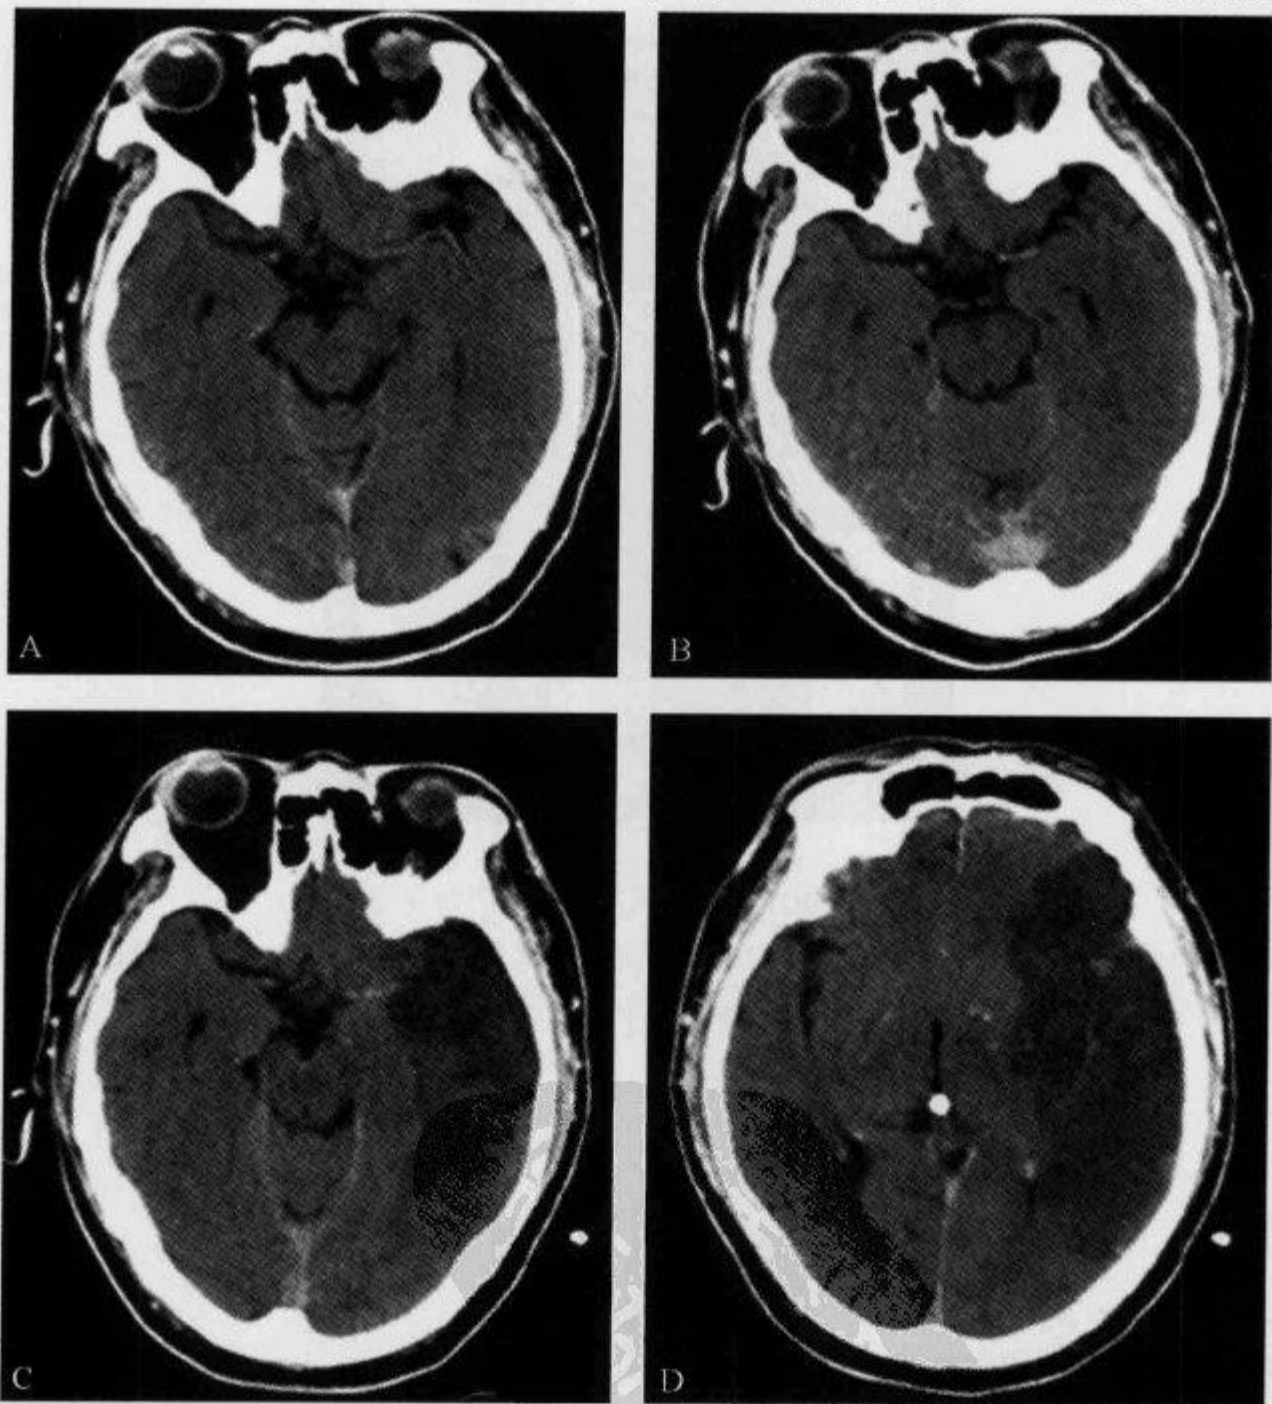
CT 平扫示“大脑中动脉高密度征”
